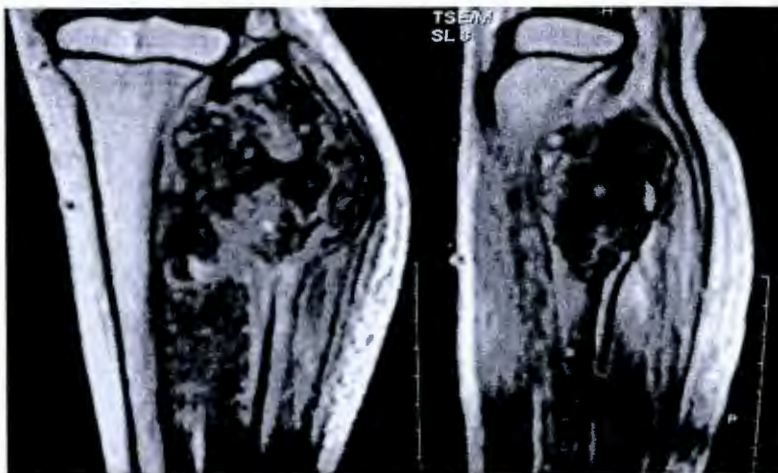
A. Imagen por RMN de un paciente con OS al diagnóstico. B. Imagen del mismo paciente posterior a haber recibido 4 ciclos de quimioterapia, donde se observa reducción en el volumen tumoral.
